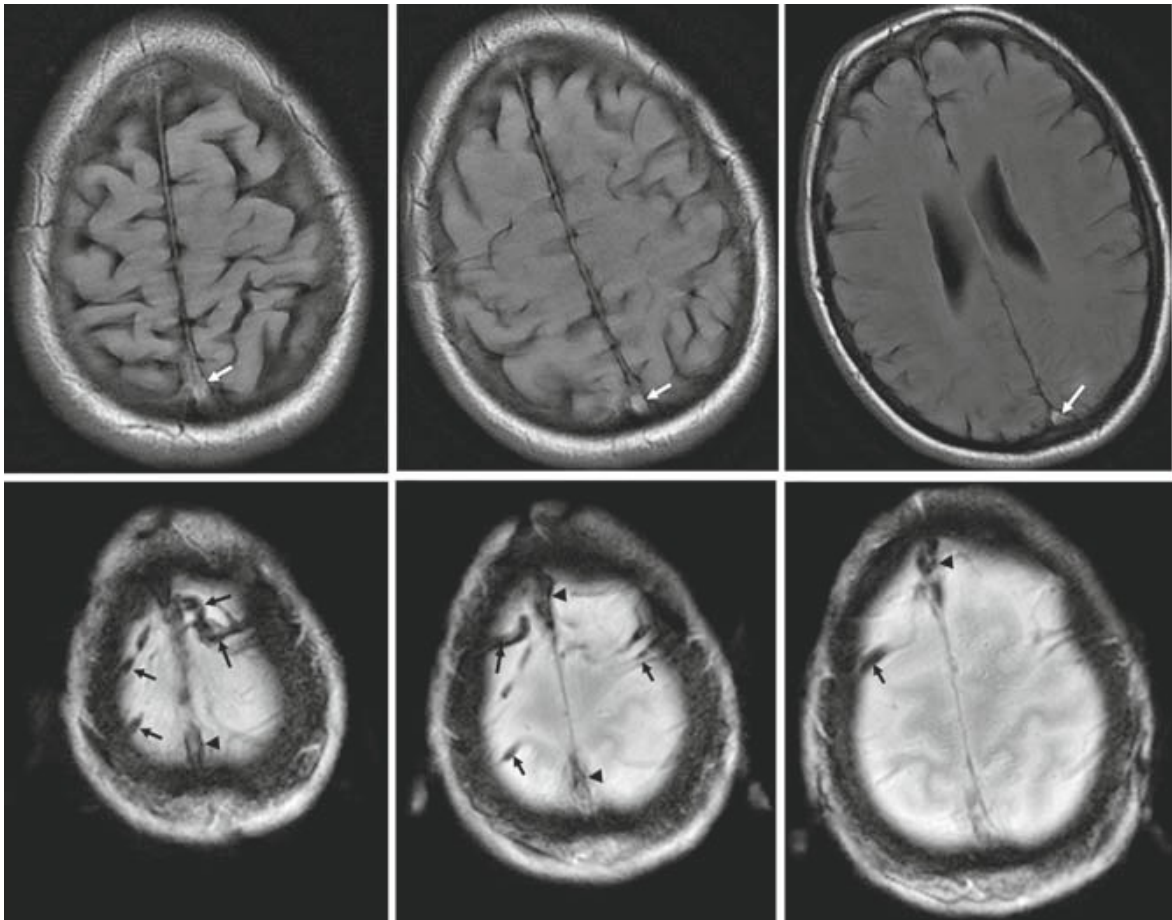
FLAIR und T2* GRE – Die oberen drei Bilder zeigen einen hyperintensiven Thrombus im Verlauf des SSS in einer FLAIR Sequenz. Die unteren Bilder zeigen eine T2* GRE Sequenz; die Pfeile deuten auf die hypointensen Darstellungen von kortikalen Venenthrombosen, während die Pfeilköpfe auf die Thrombosierung des SSS deuten. (aus [64])
